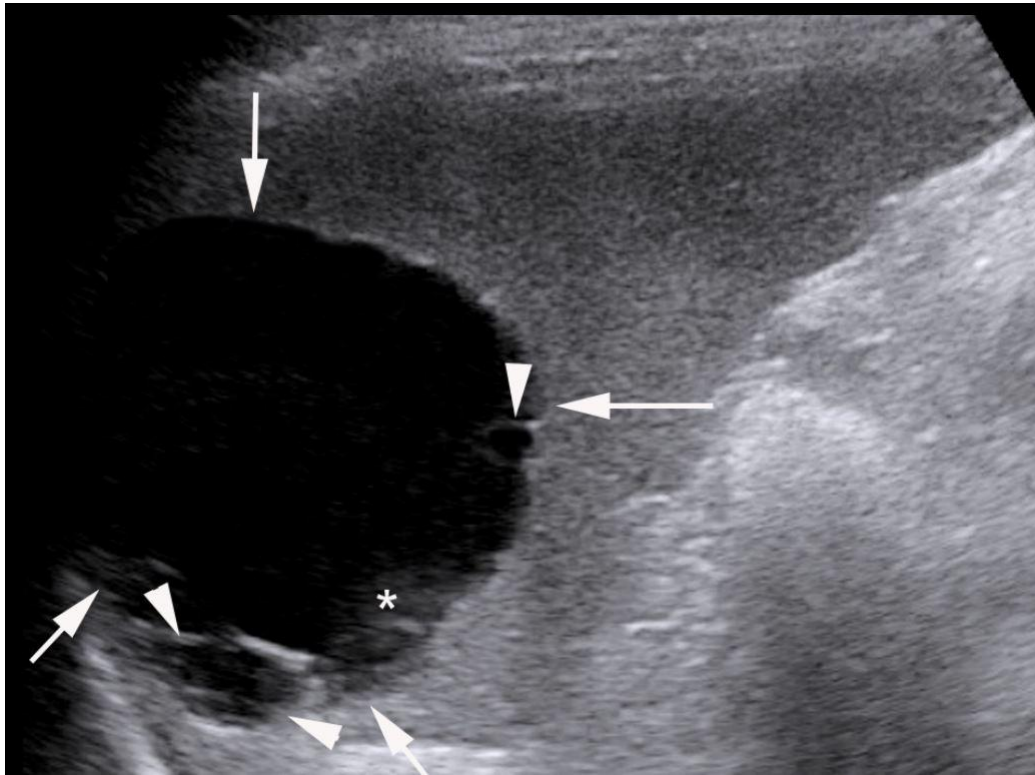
aspect échographique en faveur d'un kyste hydatique splénique [97]
